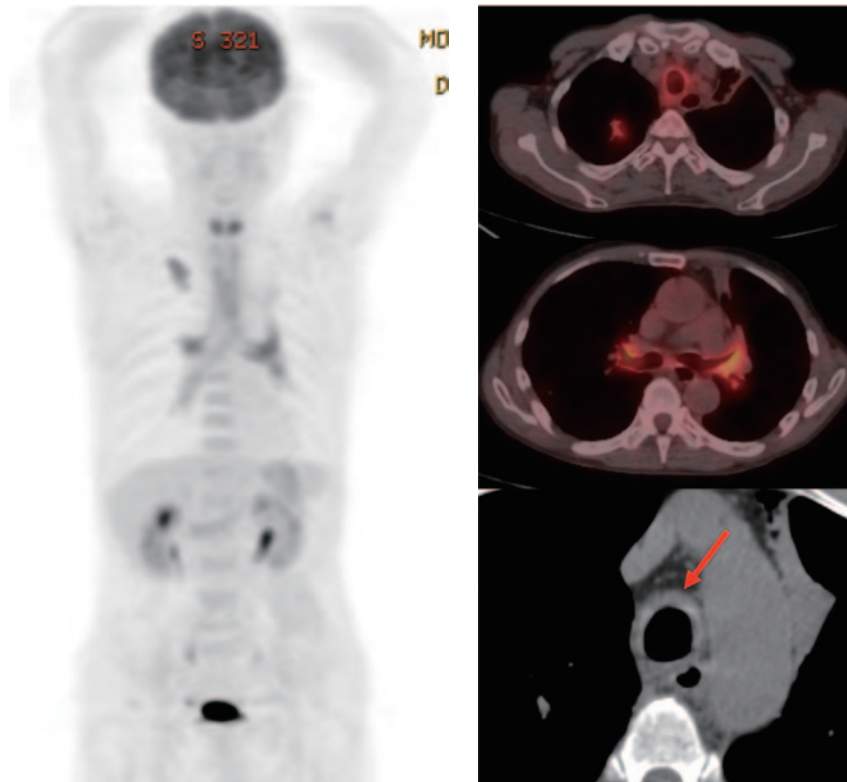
FDG-PET (20XX+1年2月3日). 右肺上葉にSUVmax4.68の集積を認めた. 喉頭と気管から気管支に一致してSUVmax5.55までの集積を認めた. 2週間前のCTではみられなかった気管壁肥厚が出現している (矢印).
